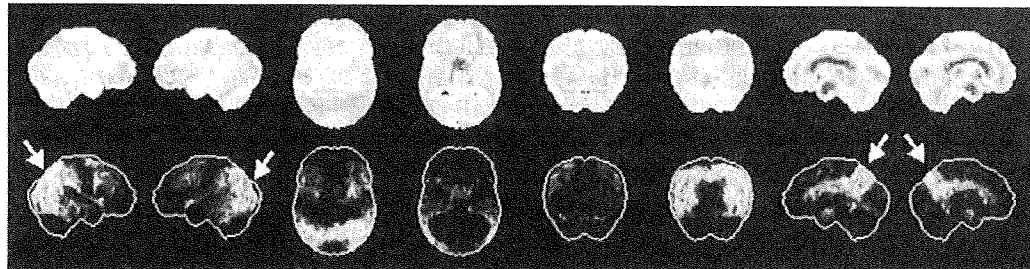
アルツハイマー病の典型例のFDG-PET所見.
